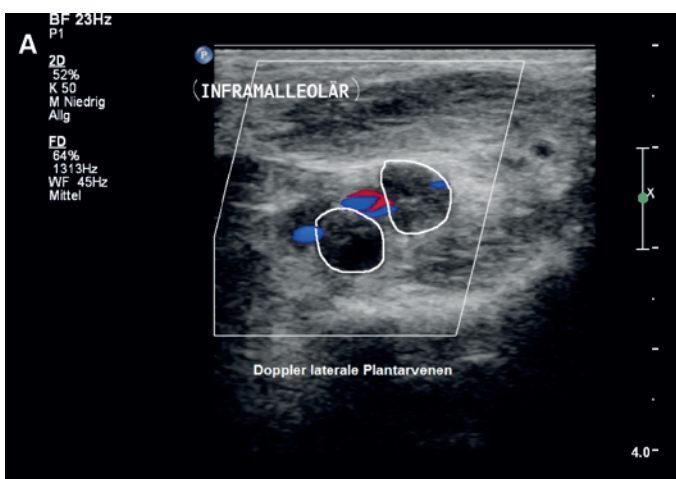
A) Doppler-Sonographie der Planta pedis quer zum Fussgewölbe. Thrombosierte laterale Plantarvenen (umrandet) sind aufgetrieben und ohne Flusssignal. B) Kompressionssonographie der Planta pedis quer zum Fussgewölbe. Die thrombosierte Venen (umrandet) lassen sich nicht komprimieren.
